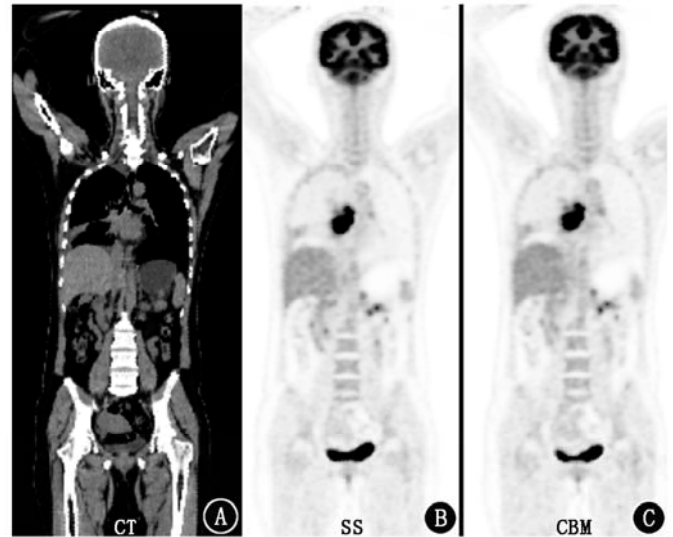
肺癌患者 (女, 52 岁)  $^{18}F$ -脱氧葡萄糖 (FDG) PET/CT 显像图。患者先行连续进床 (CBM) 模式采集后步行进 (SS) 模式采集, 除末端图像外, 2 种模式下图像正常组织和病灶的图像质量无明显差异; 末端指距图像边缘约 12.54 cm 的范围
